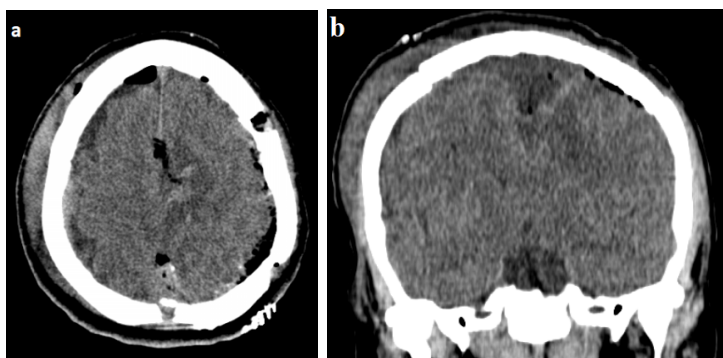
(а, б). Післяопераційне, контроль СКТ дослідження головного мозку на 1 добу після операції. Ознак крововиливу в ложе видаленої пухлини, ішемічних змін та ознак набряку головного мозку – не виявлено.
